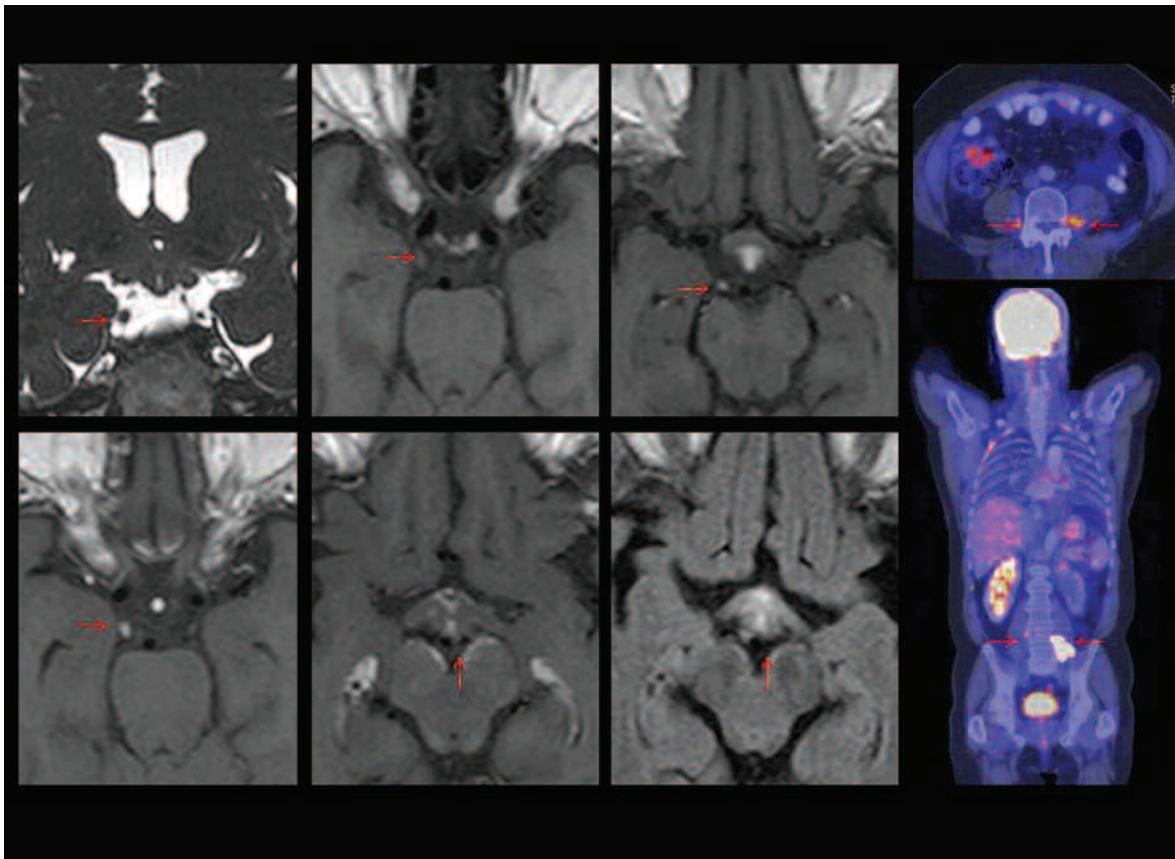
Paciente masculino de 68 años, con antecedentes de Linfoma No Hodgkin retroperitoneal en remisión, que consulta por diplopía y trastornos de la motilidad ocular. RM: refuerzo del 3º par craneal derecho y de las cisternas pretronal, interpeduncular y supraselar, y del tuber cinereum. Hallazgos compatibles con compromiso linfomatoso perineural y leptomeníngeo. PET-TC: recaída paravertebral a predominio izquierdo.
